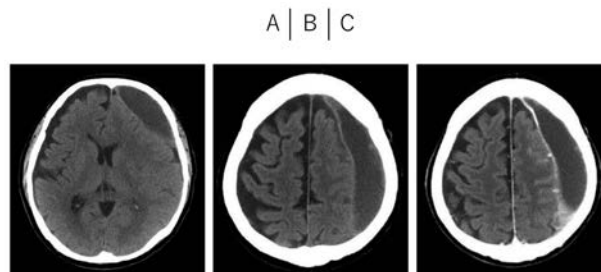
CT scan images on admission
